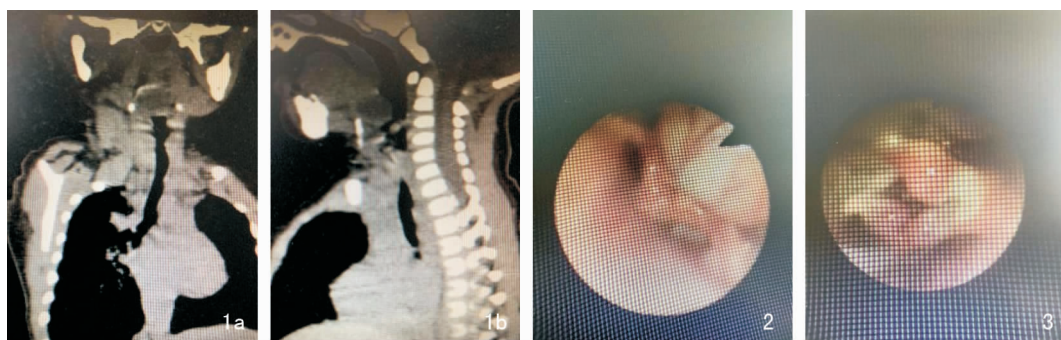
术前冠状位(1a)、矢状位(1b)CT 显示舌根囊肿
